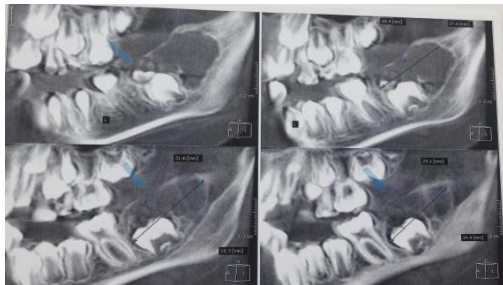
КТ от 30.05.2011 пациента Д.
